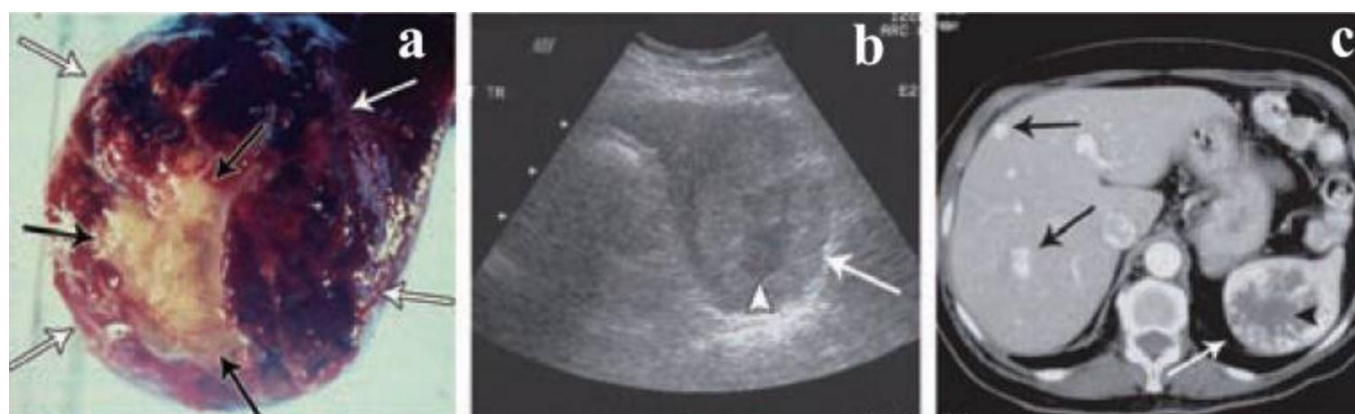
Aspect macroscopique, échographique et scanographique d'un angiosarcome [228]
